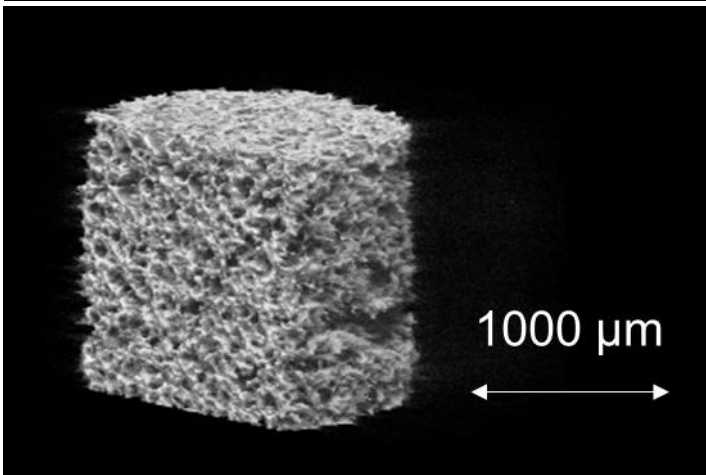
ネオボーン®のスペックとマイクロ CT 拡大写真
